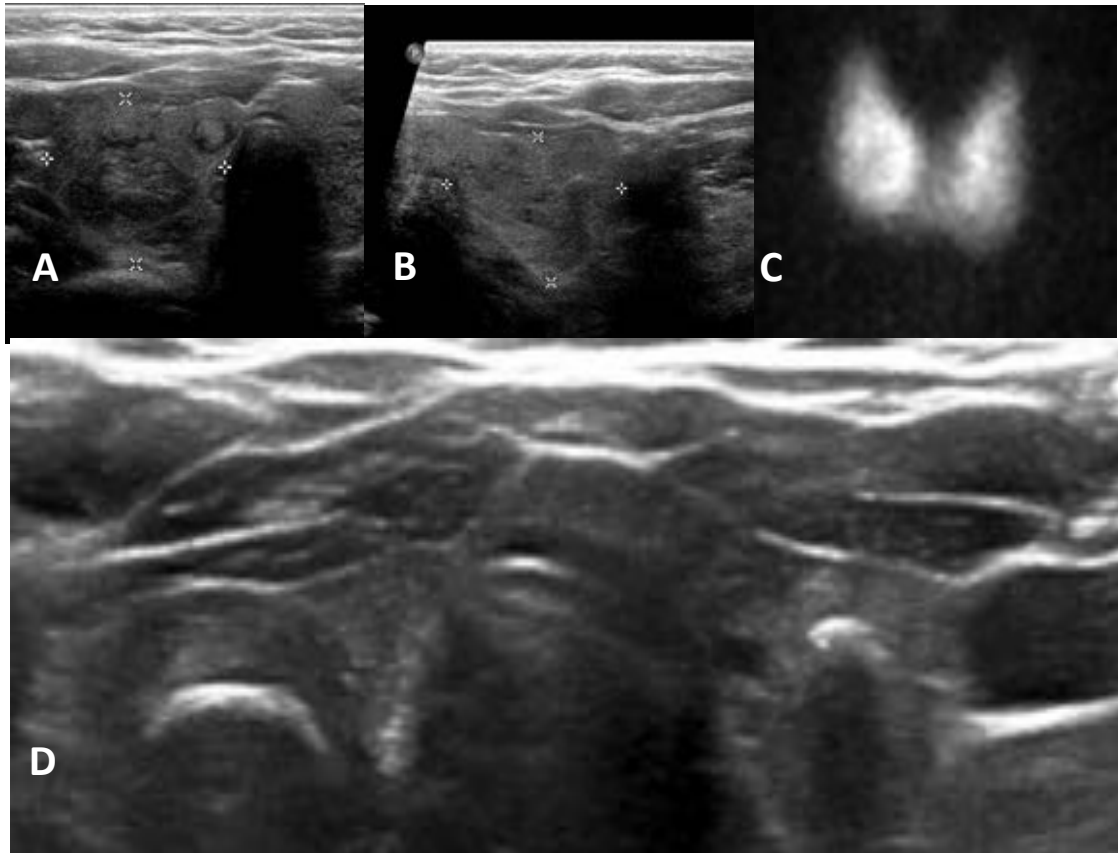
Bocio multinodular bilateral (A y B), sin lesión dominante en ecografía ni en estudio de medicina nuclear (C). Tras tratamiento con radioyodo existe una disminución de tamaño del tiroides y de los nódulos, con desarrollo de extensas calcificaciones de predominio lineal periférico (D)
